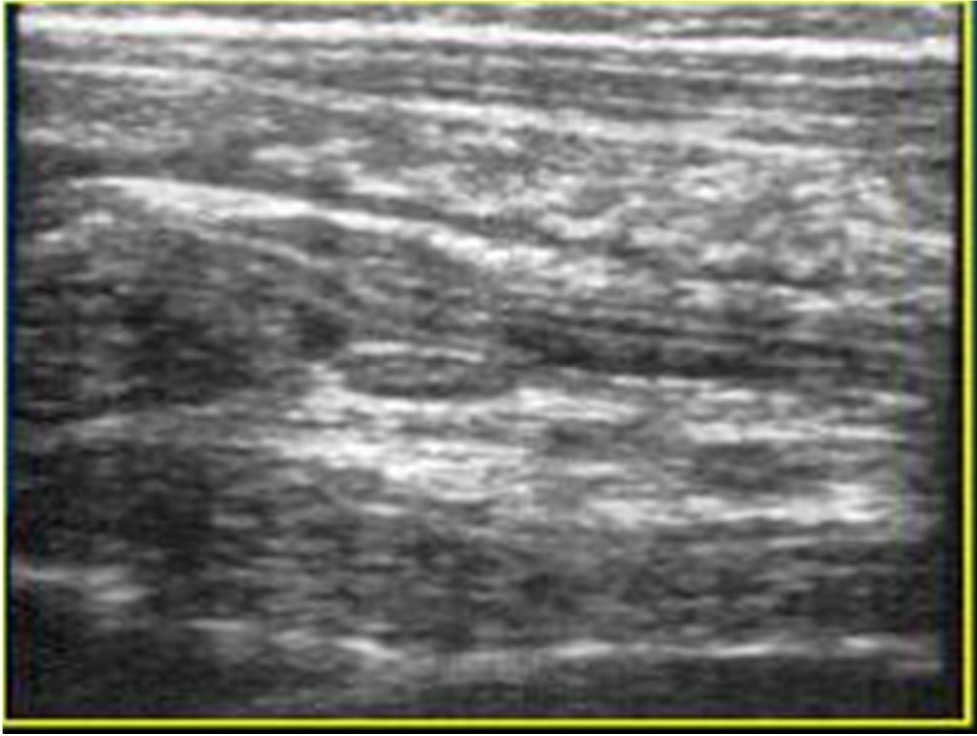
échographie abdominale montrant une image en cocarde (la coupe transversale) et aspect en cocarde (coupe longitudinale : observation n°2
